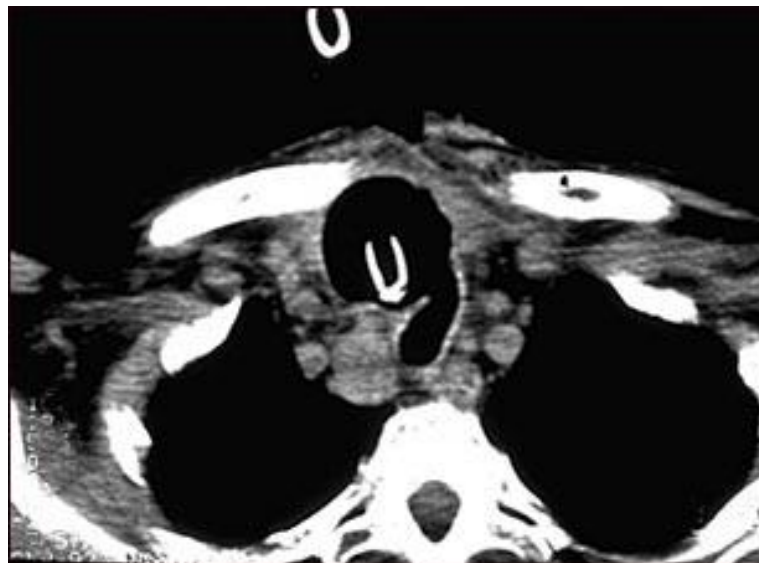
Tomografía computarizada de cáncer de tiroides. TAC de la parte superior del tórax que muestra un tumor maligno (cáncer) tiroideo. Se ha producido la destrucción y muerte (necrosis) del tejido normal en el área oscura alrededor de la tráquea (marcada por la punta blanca en forma de U del tubo respiratorio), como resultado del crecimiento del tumor.
